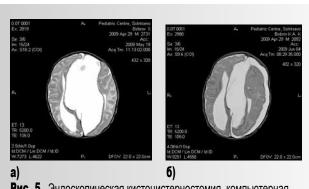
Эндоскопическая кистоцистерностомия, компьютерная томограмма: а – арахноидальная киста межполушарной щели, состояние до операции; б – состояние после кистоцистерностомии [1, 4]
